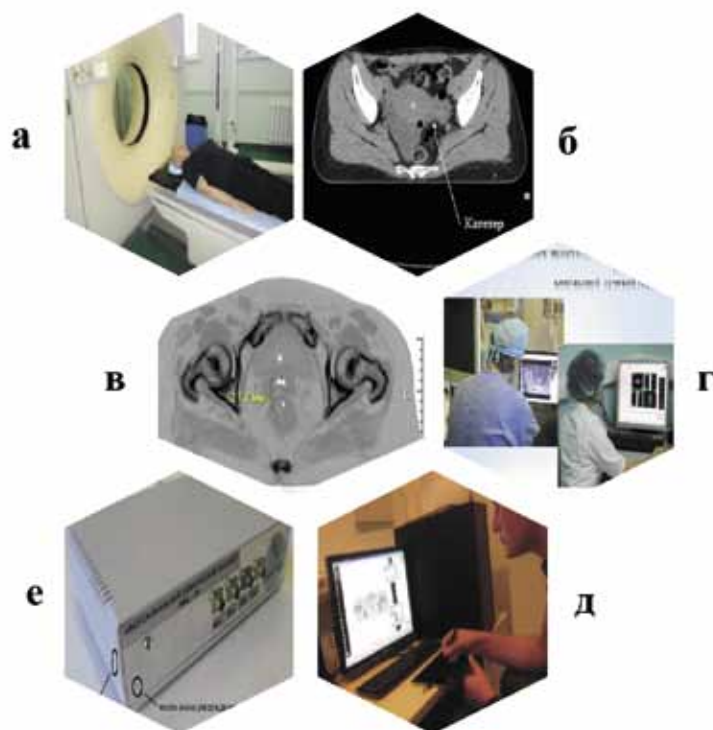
Медицинская технологическая цепочка брахитерапии и прямой дозиметрии при лечении рака предстательной железы и опухолей малого таза в РНЦРР: а — КТ, МРТ диагностическое и топометрическое исследование; б, в — визуализация эндостатов/интраслатов; оконтуривание и дозиметрическое планирование; г, д — прямая дозиметрия — контроль расчетной и реально полученной дозы; е — отечественный сцинтилляционный дозиметр
